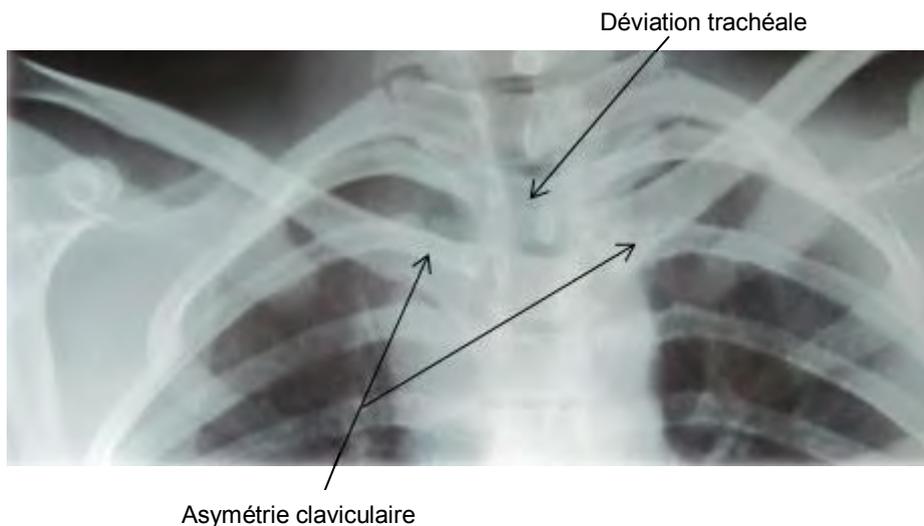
Radiographie standard : déplacement postérieur de la clavicule droite sur la radiographie thoracique de face (patient 32)
